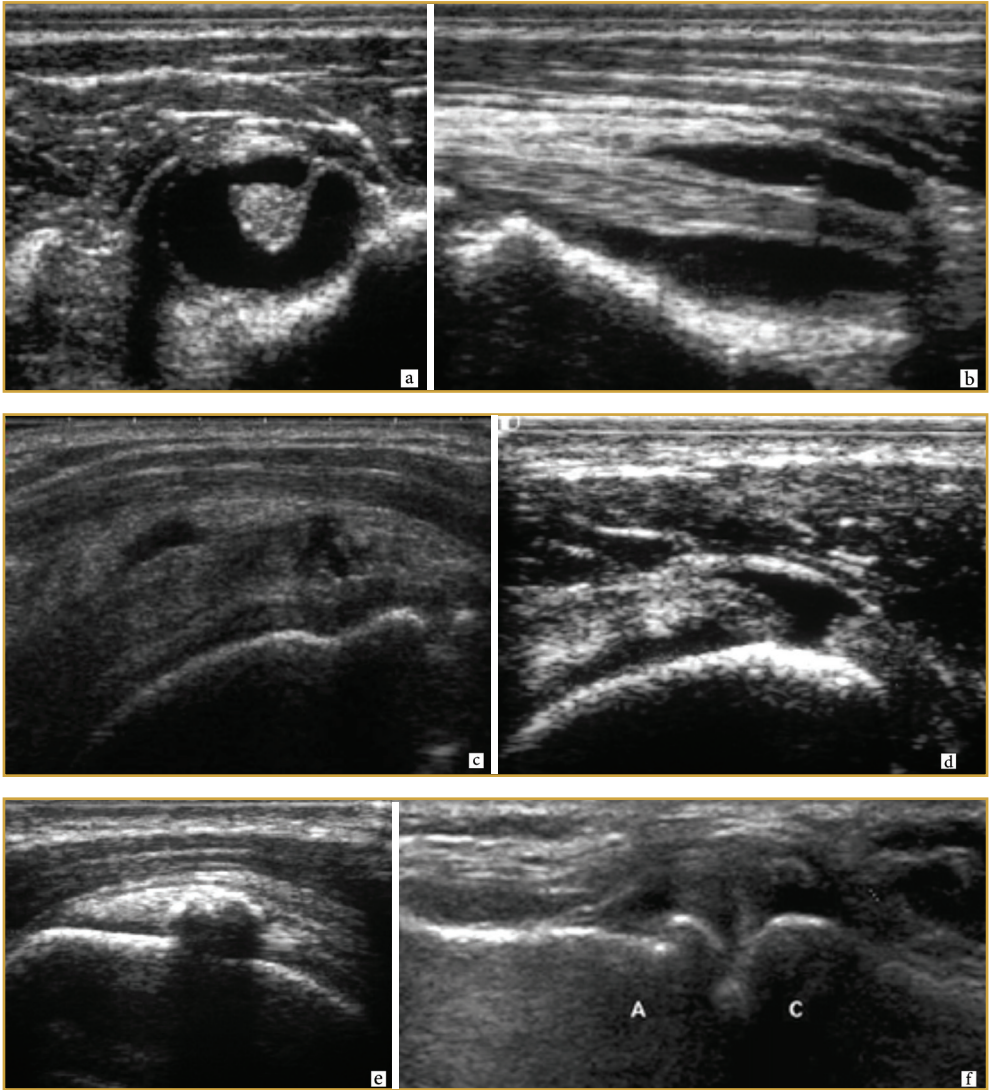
l'échographie est un examen incontournable dans l'exploration de la pathologie de la coiffe. Elle permet de visualiser les tendons et la bourse sous acromio-deltaïdienne.
